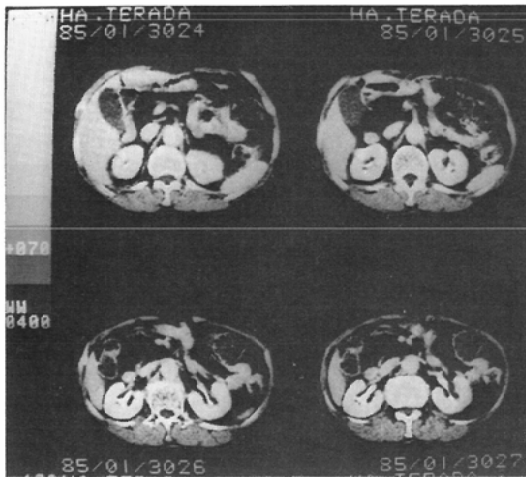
Fatty degeneration of the pancreas, CE-CT (transmission image)
